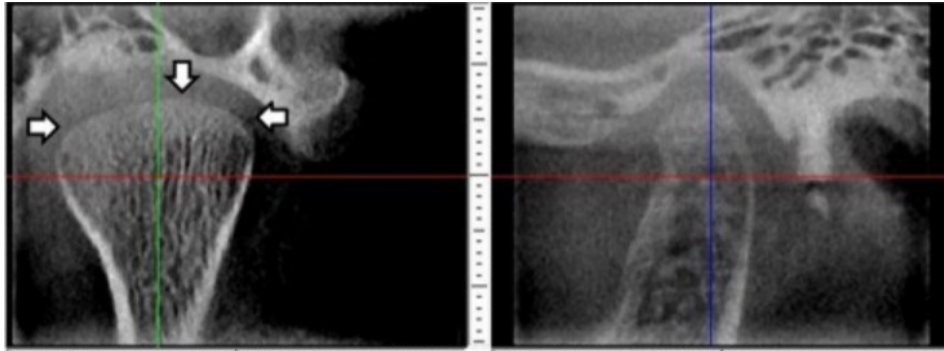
Corte sagital e coronal obtido através de CBCT de um participante do sexo masculino de 14 anos de idade, indicando a ausência de osso cortical em torno do côndilo mandibular (indicado pelas setas na imagem à esquerda). Retirado de Lei et al. (2013) e reproduzido com autorização dos autores.
